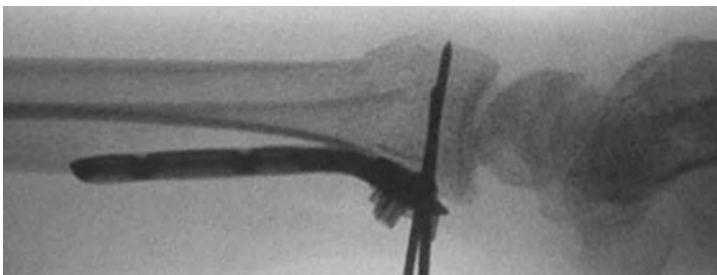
Интраоперационная рентгенограмма в боковой проекции на этапе временной фиксации пластины к кости с помощью спиц
